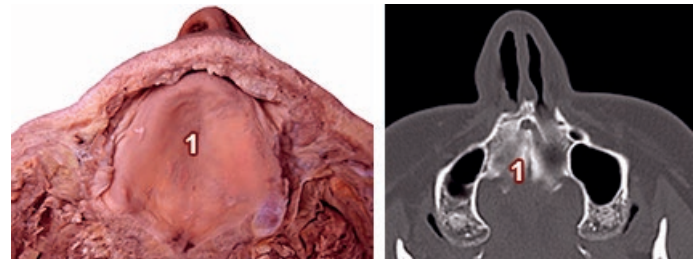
Corte y TC axial de cabeza a la altura de paladar duro. 1) Paladar duro
